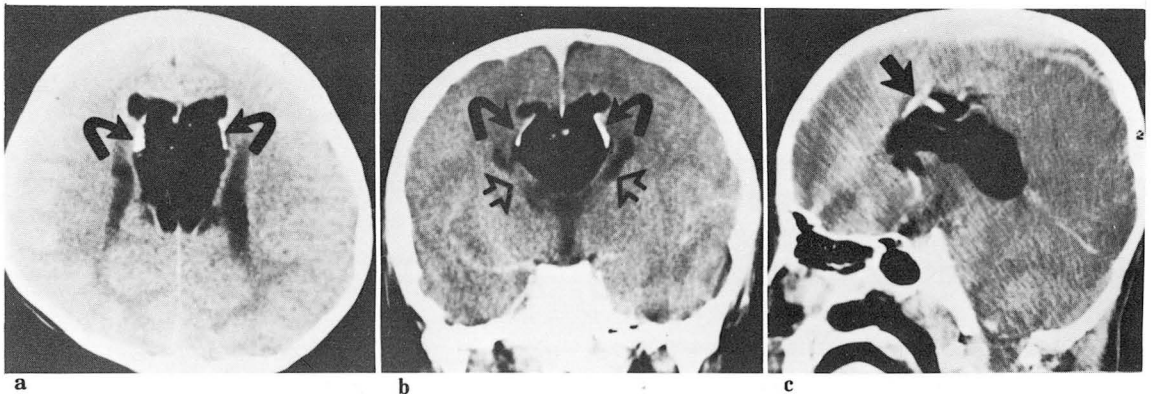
CT scans(a-c) show a huge lipoma involving the whole extent of the corpus callosum with shell like calcification (curved arrows) and dilated tortuous enhancing vessels (arrow) within the tumor. There is dysgenesis of the whole corpus callosum with considerable separation of the ventricles (open arrows).
